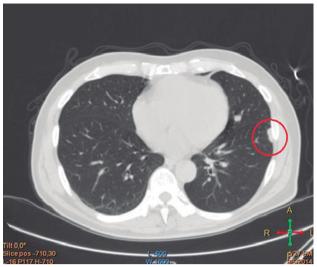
TAC de tórax. A: opacidad nodular en lóbulo superior izquierdo, B: imagen nodular subpleural en lóbulo inferior izquierdo.
